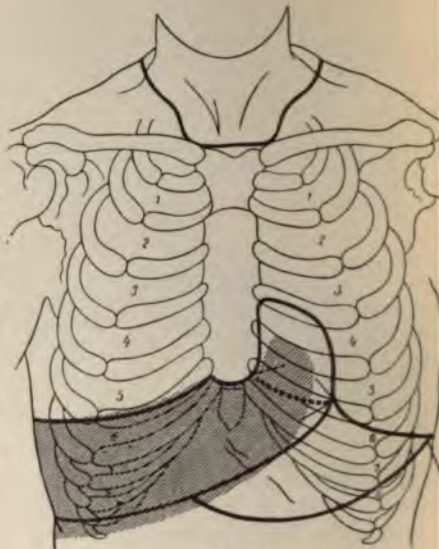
Status vom 2. März 1893: Breite der Leberdämpfung: Medianlinie 9 cm, R. Parasternallinie 9.3 cm, R. Mammillarlinie 10 cm, vord. Axillarlinie 13 cm, mittl. Axillarlinie 14 cm.
